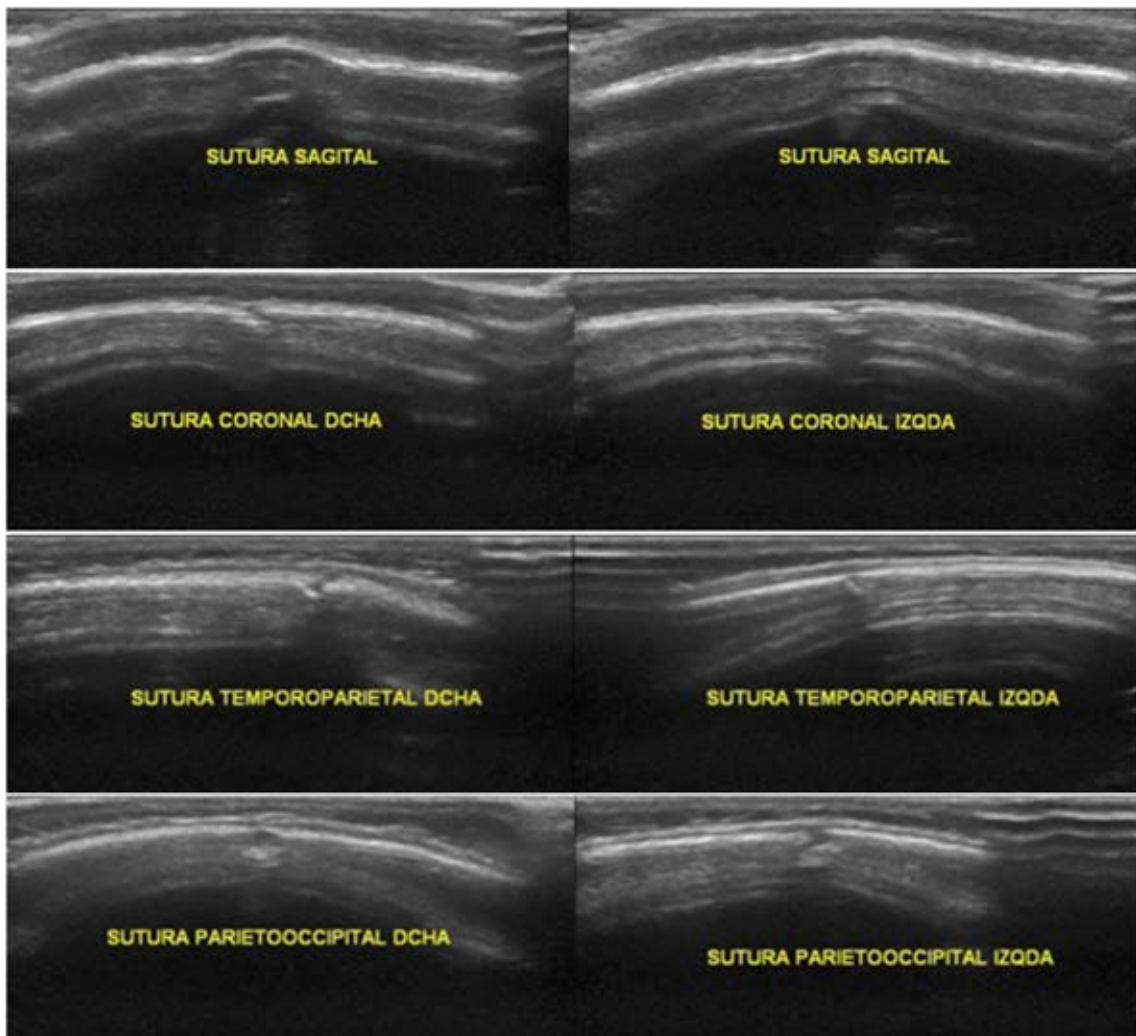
Ecografía craneal realizada a los 7 meses de edad
